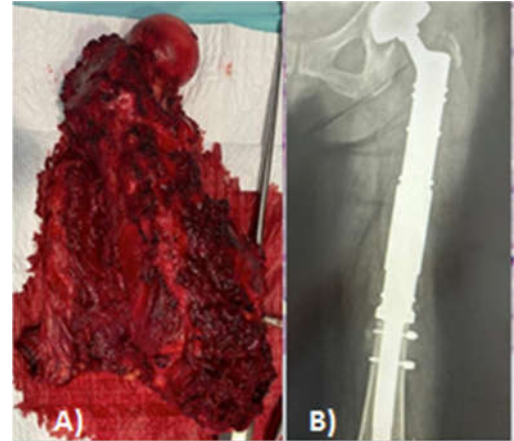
A) Pieza de exéresis quirúrgica de la paciente. B) Radiografía simple post-quirúrgica de la paciente.
